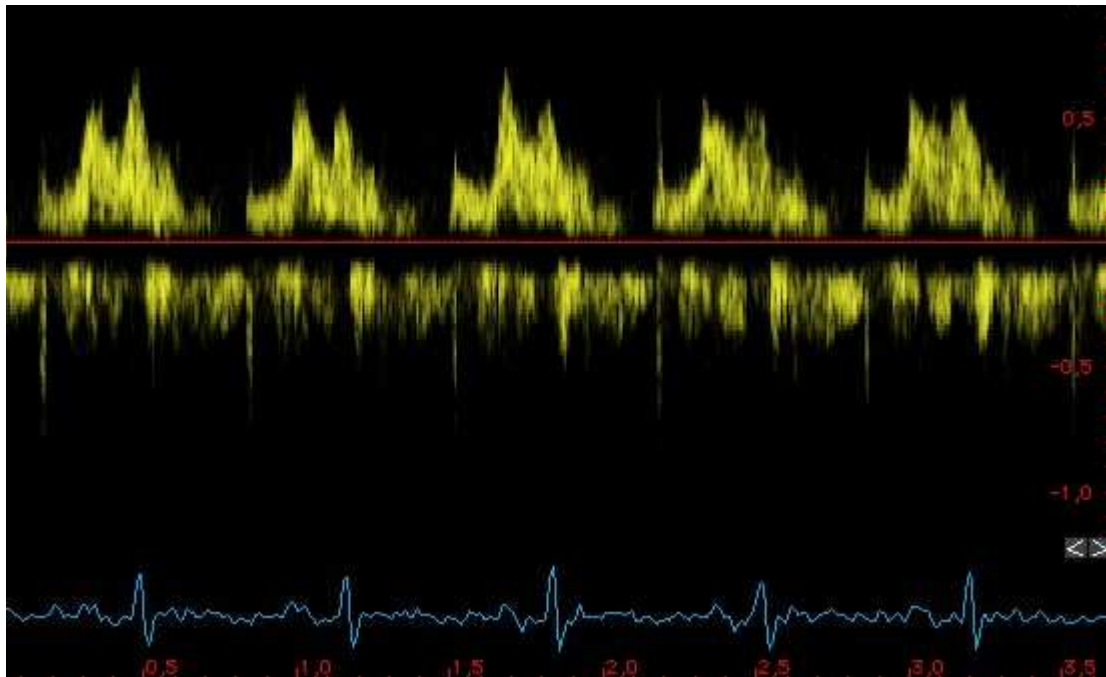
Dopplerprofil der rechten oberen Lungenvene aus apikalem 4-Kammerblick.
